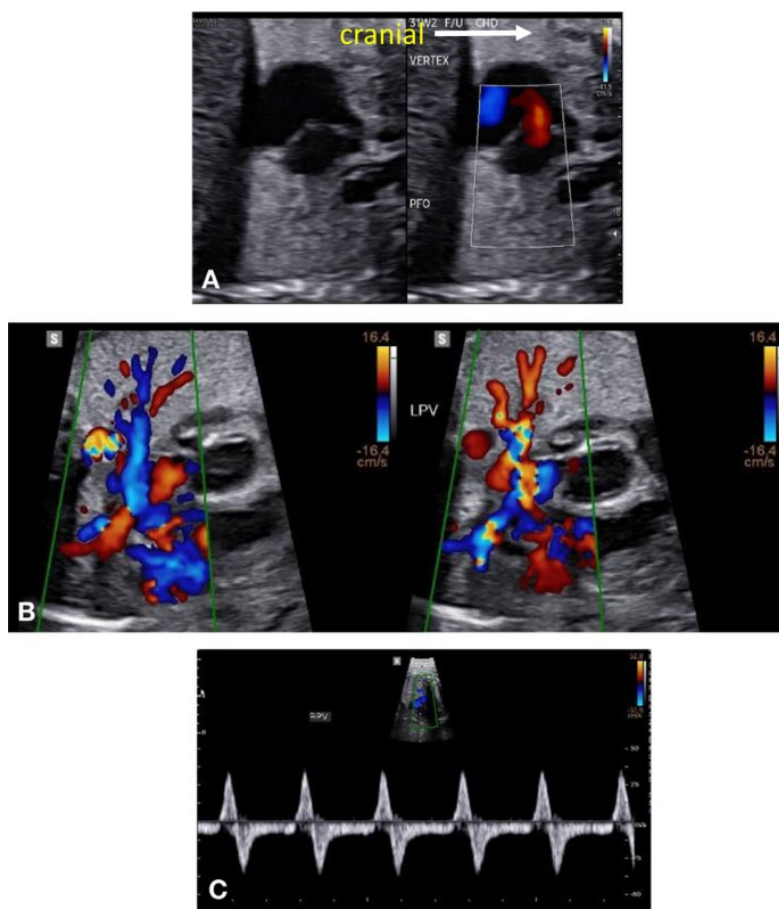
超声心动图对左心梗阻胎儿房间隔受限程度的全面评估。（A）房间隔水平左右分流信号。（B）肺静脉扩张及其内的往返血流。（C）频谱多普勒探及异常的正向/反向血流频谱，符合中度左房压升高表现。
